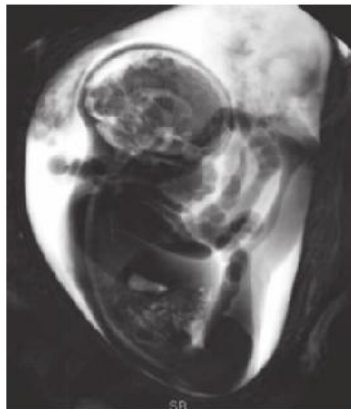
RM fetal con volumen T2 de 33 semanas de gestación, con presentación podálica, que tiene las caderas en extensión con las extremidades inferiores extendidas (3)
